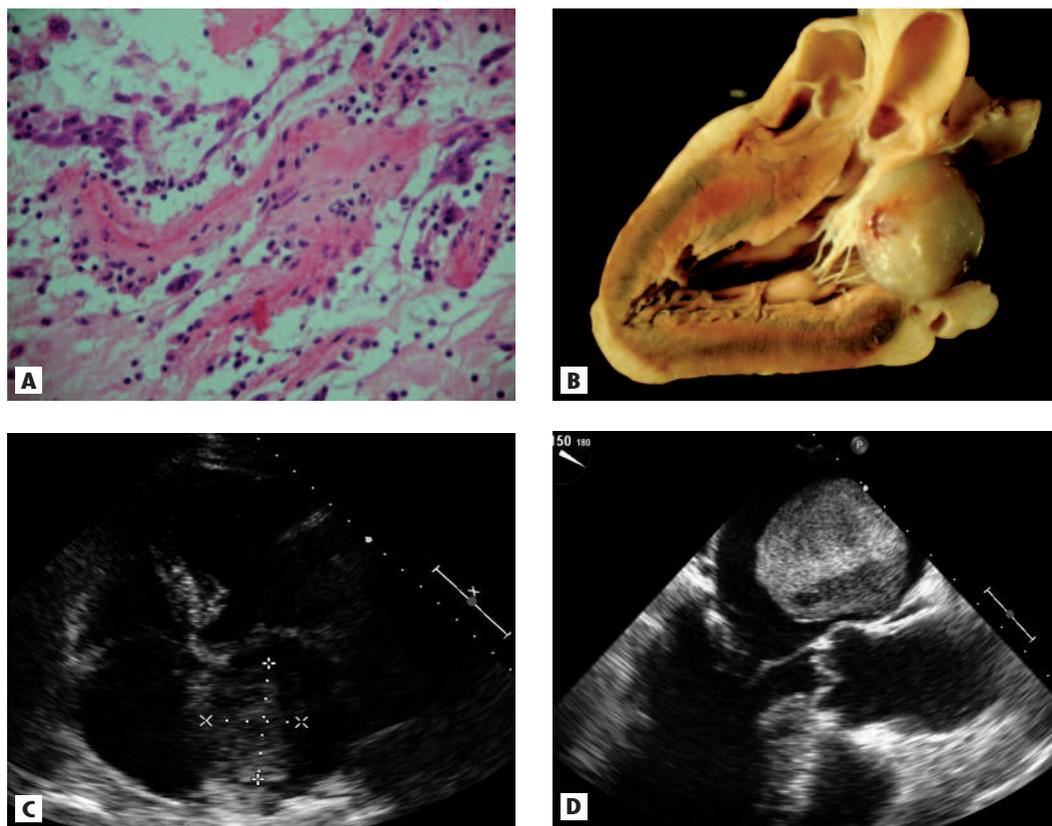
Aspetto istologico (A), anatomo-patologico (B) ed ecocardiografico transtoracico (C) e transesofageo (TEE) (D) di un mixoma localizzato in atrio sinistro.
